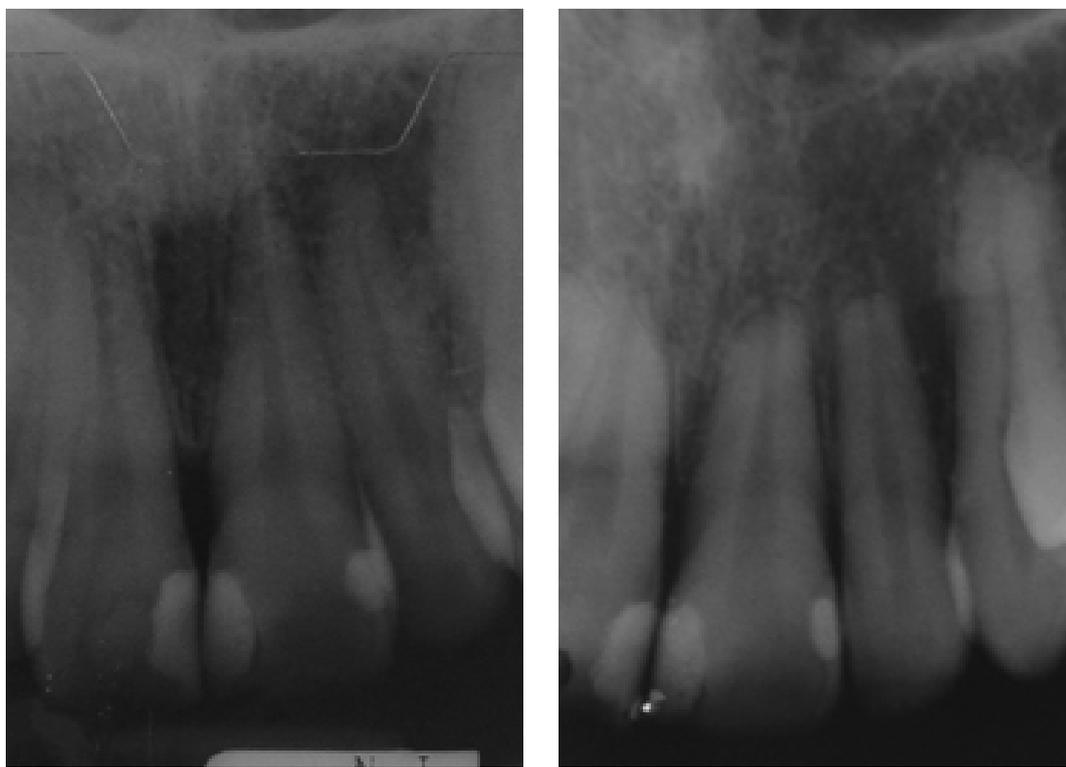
Radiografias periapicais ilustrando reabsorção radicular moderada. Incisivos superiores (A) antes e (B) depois do tratamento ortodôntico.
